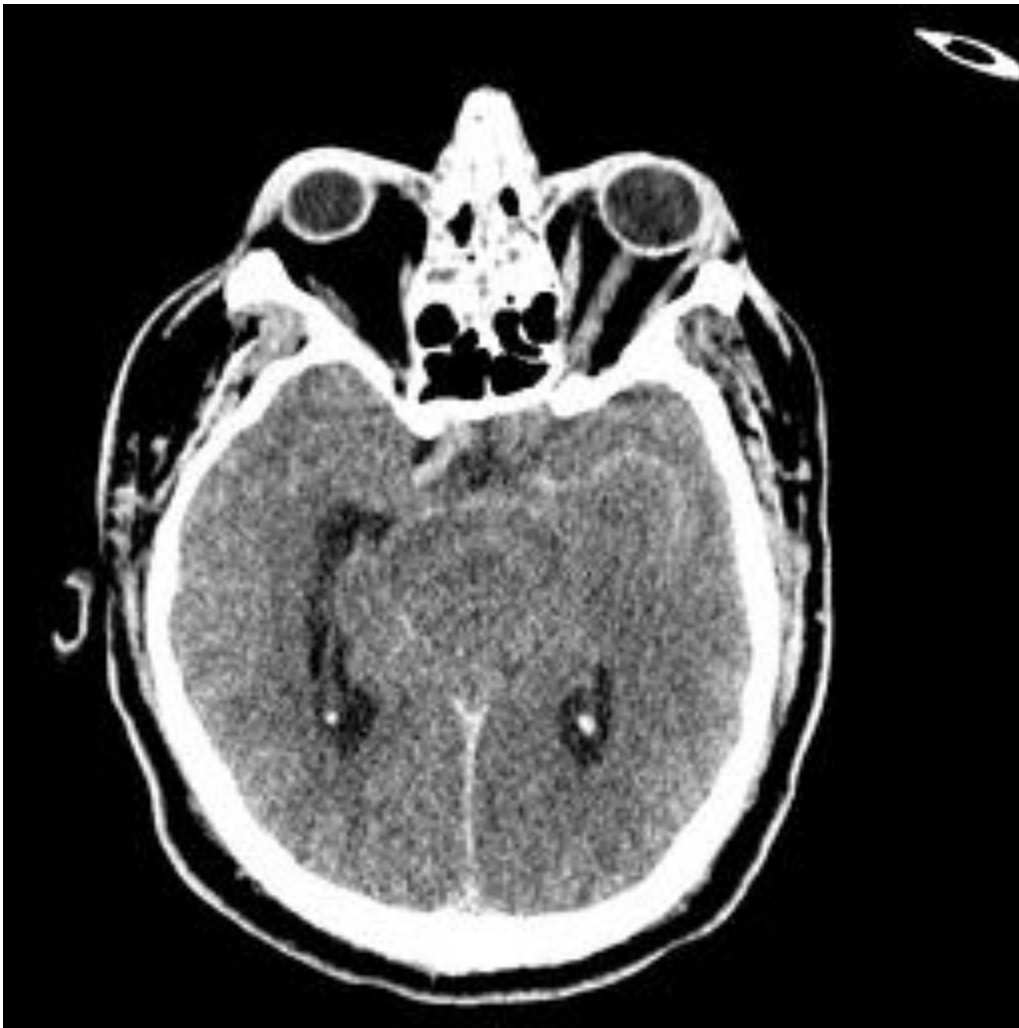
TC sin contraste donde se infraestimó la extensión de las áreas desdiferenciadas e hipodensas. Aunque la recanalización arterial es una emergencia, el estudio diagnóstico mediante TC y/o RM debe ser cuidadosamente revisado antes de iniciar la intervención endovascular.
